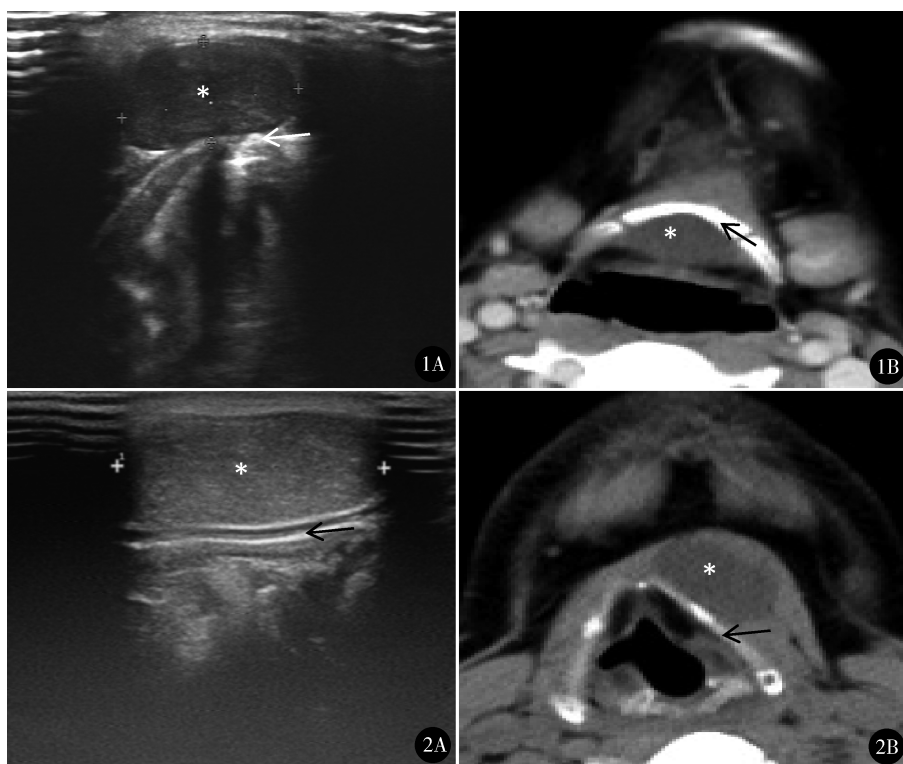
彩超(A)和 CT(B)显示囊肿(*)长径 1.5 cm,位于舌骨(箭头)后下方 图 2 彩超(A)和 CT(B)显示囊肿(*)长径 3.0 cm,位于舌骨(箭头)左前下方
